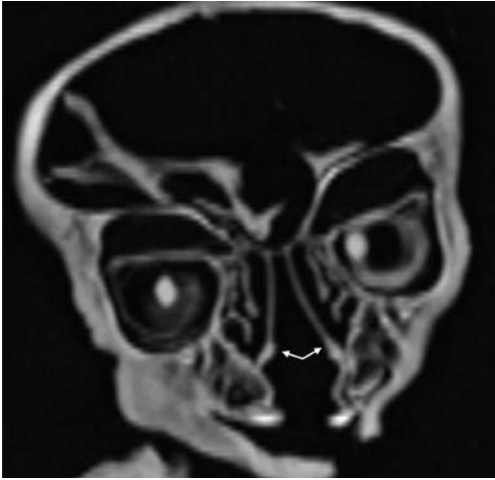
Frontaler CT-Schnitt durch die Augenlinsen. Man beachte den breiten Defekt im Bereich des Zwischenkiefers. Die Pfeile zeigen auf das geteilte Septum.
